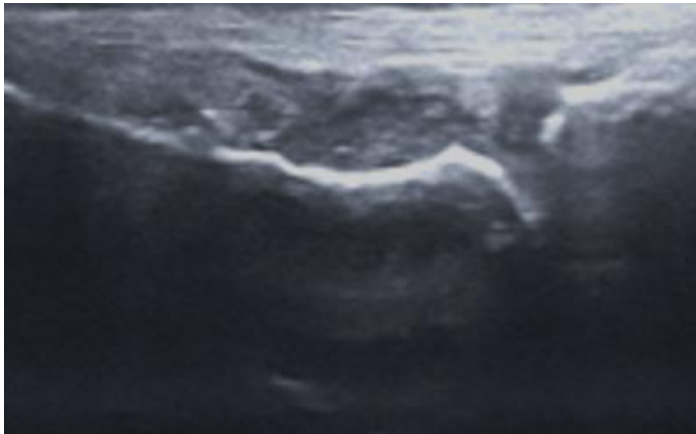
Image échographique de plusieurs tophi (flèches) sur une coupe longitudinale d'une métatarsophalangienne.
